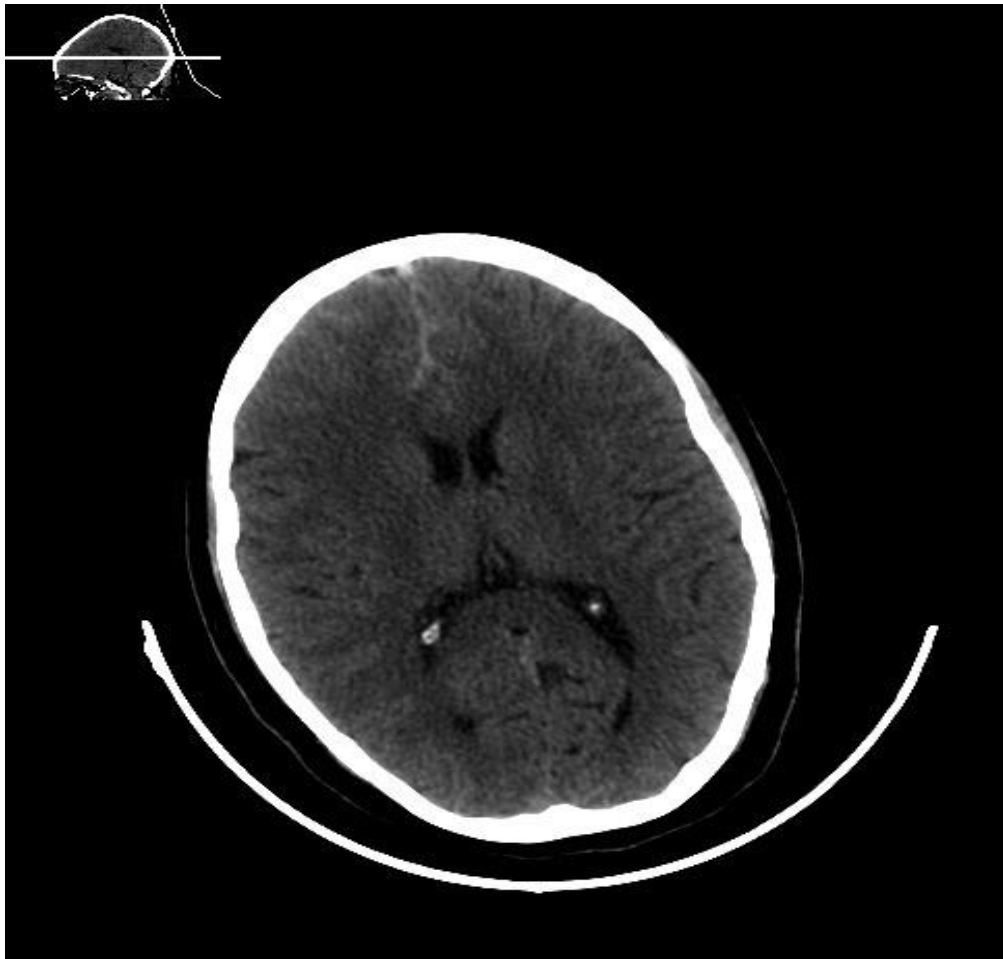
TDM Cérébrale C- montrant une hémorragie méningée : aspect spontanément dense des sillons corticaux.
